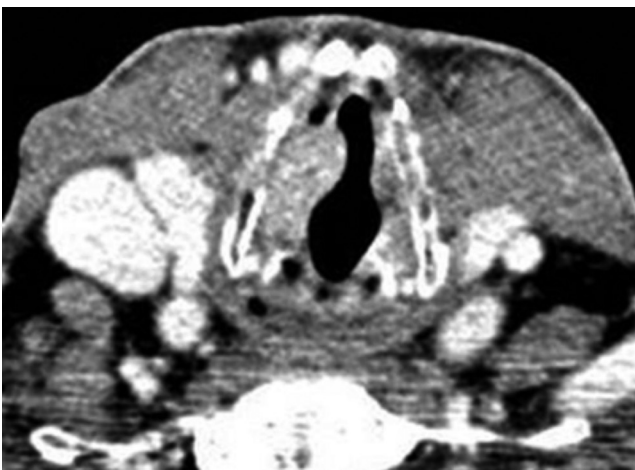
Tomografia computadorizada com intensificação por contraste. Demonstra a intensificação de uma massa laringea direita localizada profundamente no músculo vocal.
